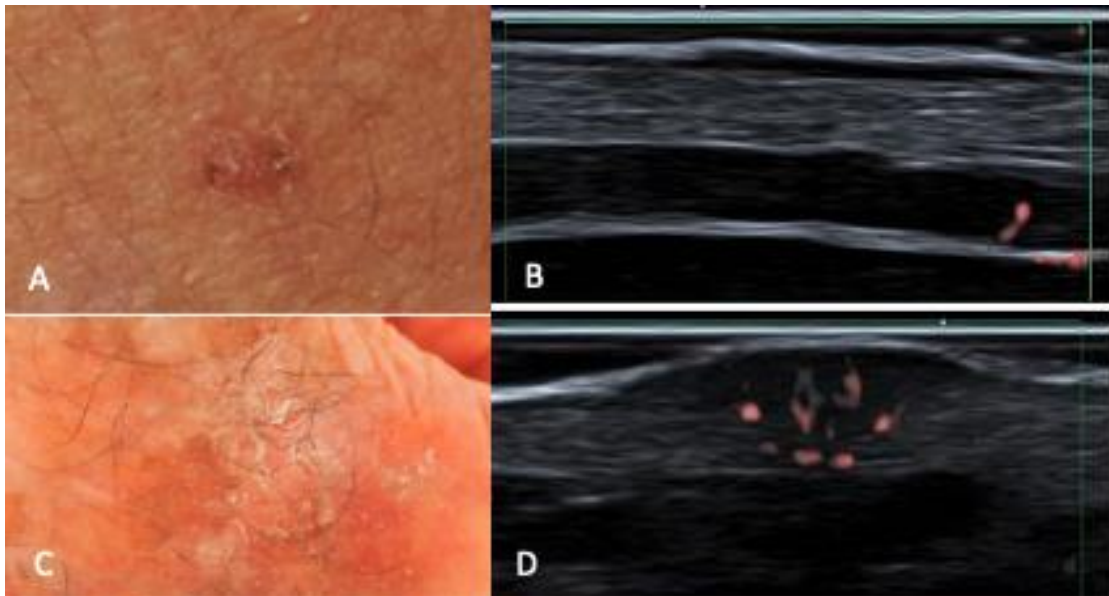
Queratoses actínicas. A. imagem clínica, B. ultrassonografia evidenciando placa hipocogênica subepidérmica sem vascularização ao Doppler, C. imagem clínica e D. ultrassonografia com lesão fusiforme, predominantemente dérmica, com vascularização ao Doppler.
